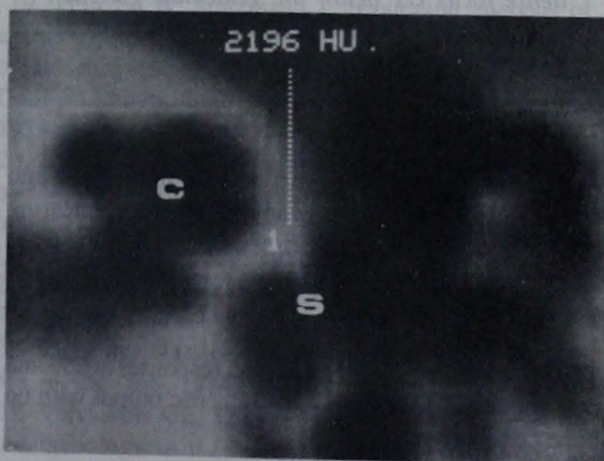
Case 3, left ear. Axial CT at the level of the cochlea C. Otosclerotic focus 1 in the fissula ante fenestram area. S, oval window.
